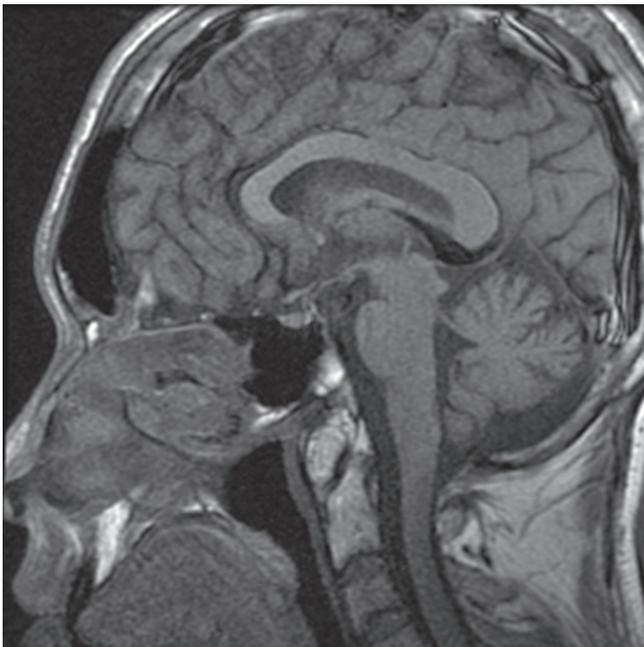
Brain magnetic resonance imaging showed normal findings. There is no abnormal lesion in the cerebrum and cerebellum including sellar area.
